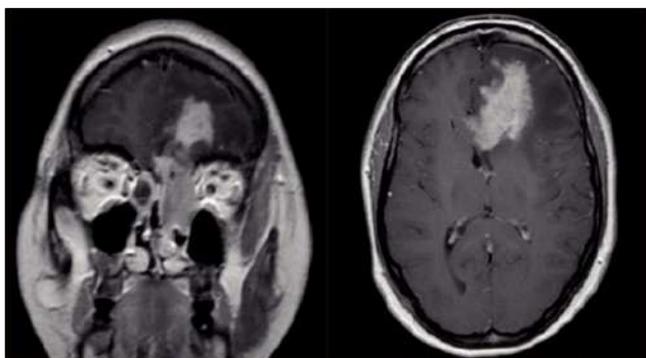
Figura – RM cerebral en la que se observa una lesión de apariencia intra-axial infiltrativa que capta el contraste. Invade los senos paranasales, la fosa craneal anterior y el cuerpo calloso.
